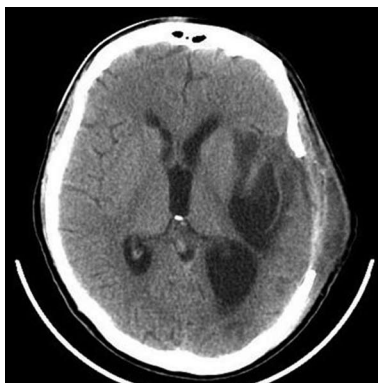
КТ, аксиальная проекция, на 44-е сутки после разгрузочных операций. Постгеморрагическая полость в левой височной доле; расширен задний рог левого бокового желудочка; уменьшение дислокационного синдрома.
